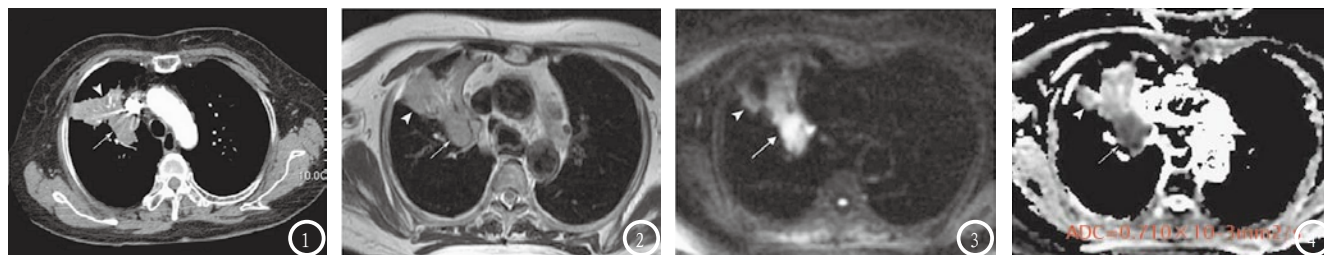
MRI显示结果。图1 MRI Cr, 图2 T2WI, 图3 T1WI, 图4 T2WI, 均显示较低信号肿块与周围的较高信号的肺不张。
